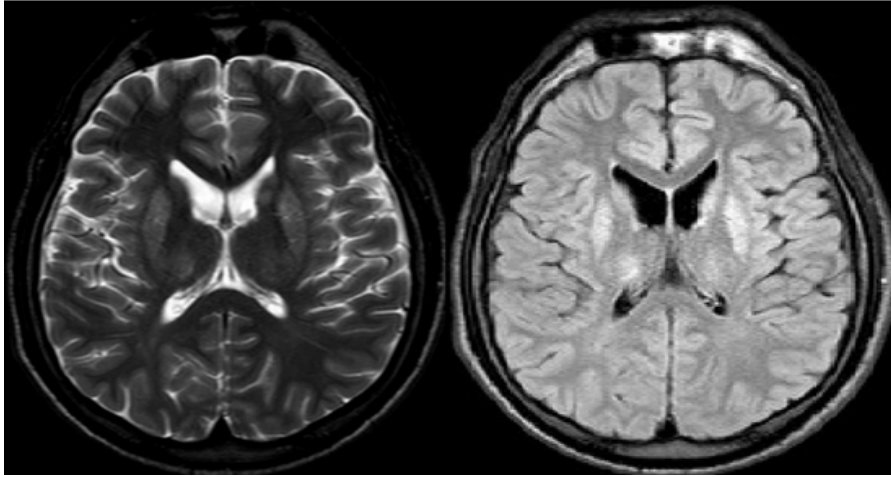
IRM cérébral en coupe axiale montrant un hypersignal en séquence T2 et FLAIR au niveau du putamen, noyau caudé et du thalamus
